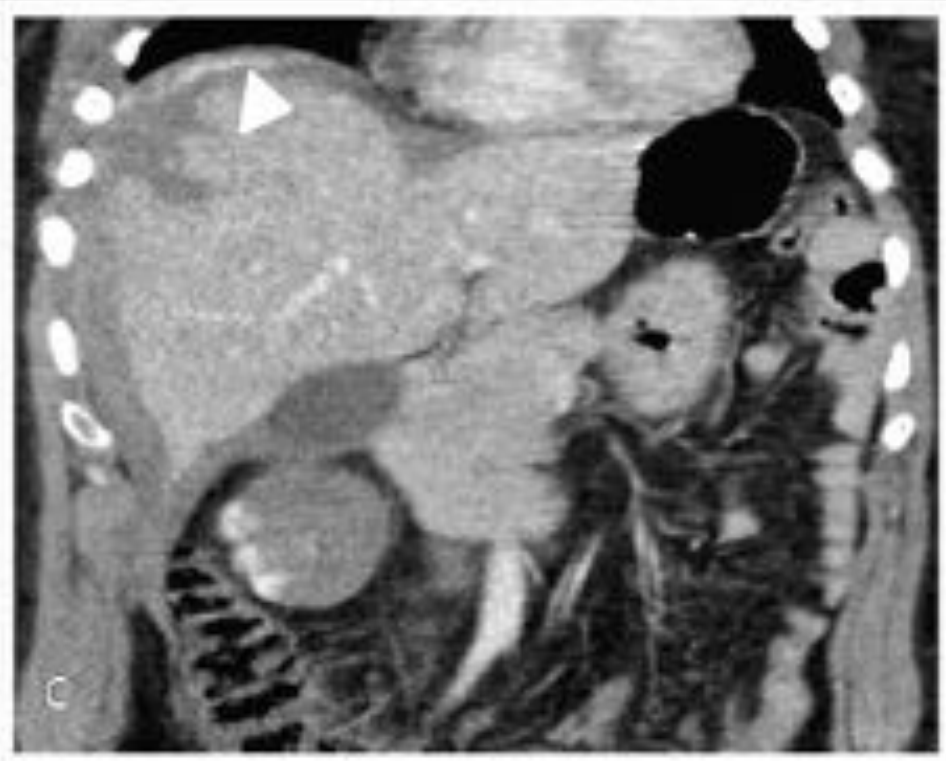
laceración hepática por politraumatismo. TC abdominal con contraste en fases arterial y venosa; imágenes A y B muestran voluminosa laceración hepática de los segmentos superiores del lóbulo derecho con presencia de lesión vascular intraparenquimatosa (pseudotaneurismas; flecha blanca) e imágenes de sangrado en fase venosa, en cúpula hepática (imagen C; punta de flecha).
